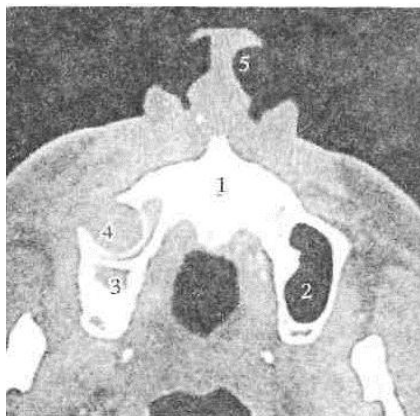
Околоротовая киста верхней челюсти. Компьютерная томограмма: 1 - полость кисты; 2 - верхнечелюстная пазуха; 3 - наружный нос; 4 - полость рта
